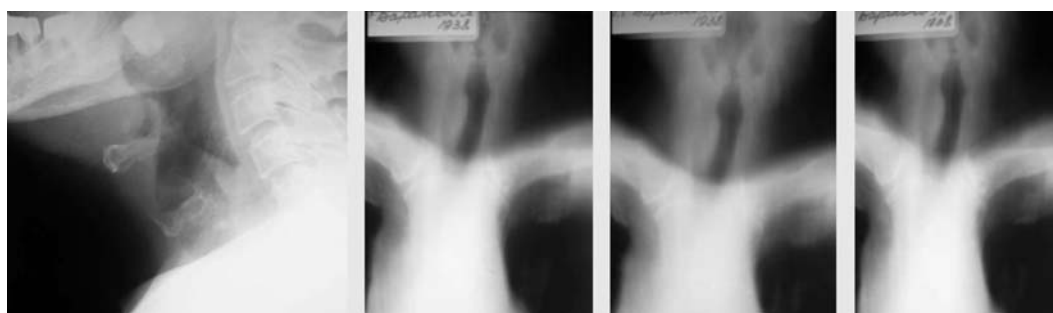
Боковая рентгенография шеи по Земцову и рентгеномография гортани.
